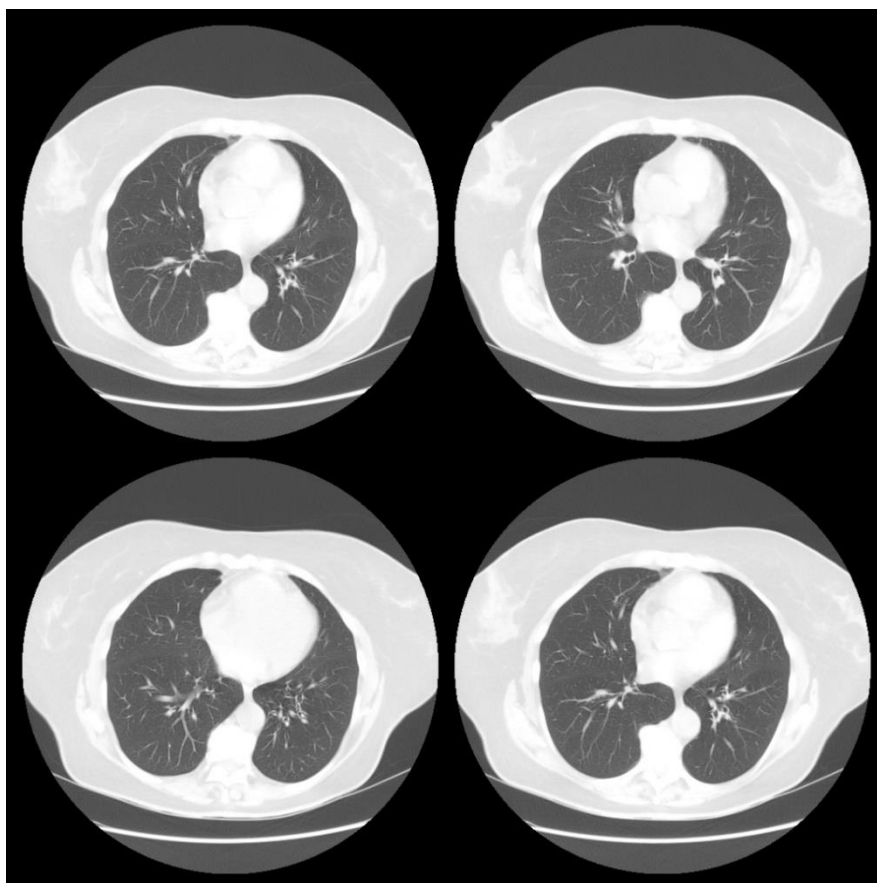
Cortes axiales de TAC
